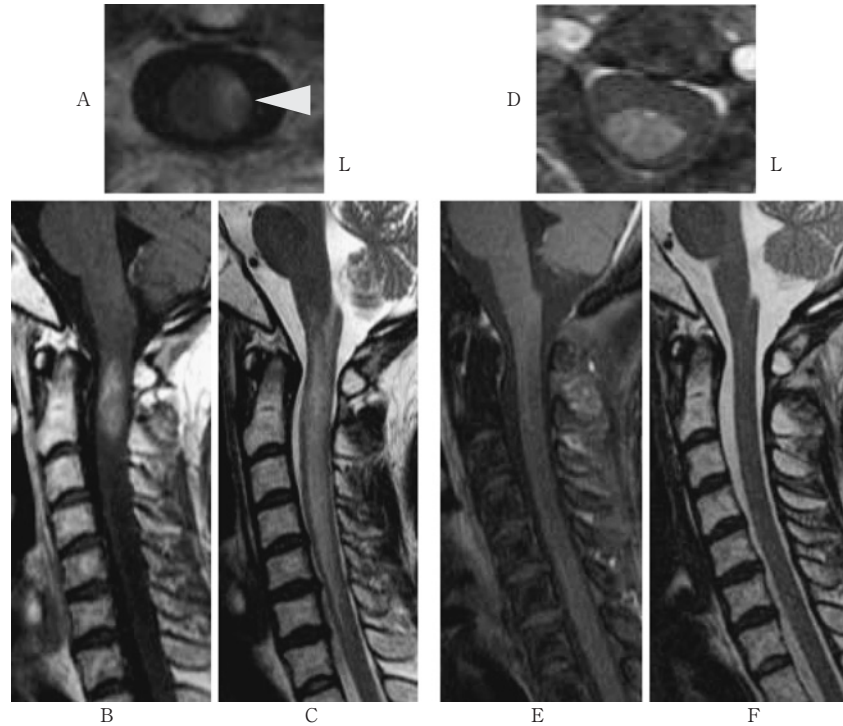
Cervical spinal cord MRI (41 years old at the first admission) (A, B, C).
